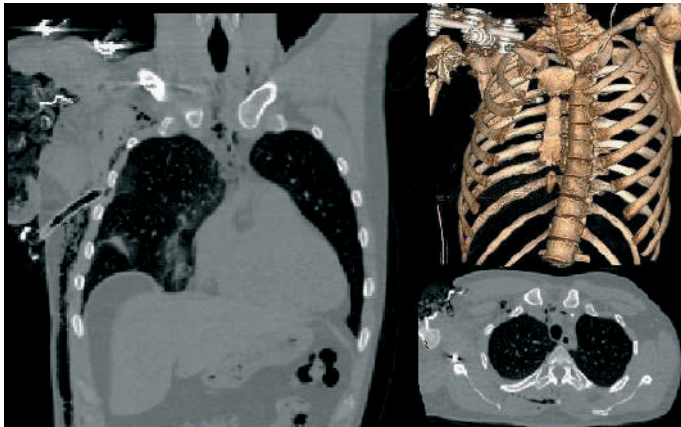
(а, б). Компьютерная томография груди и правого плеча
